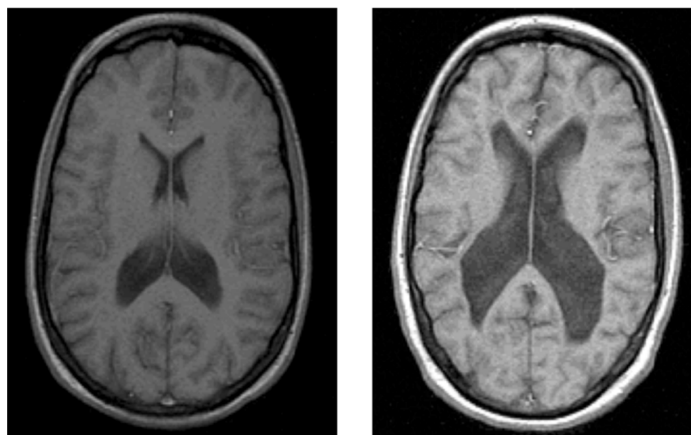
Osserviamo un allargamento dei ventricoli nell'immagine a destra (cervello del gemello affetto da schizofrenia), rispetto all'immagine di sinistra (cervello del gemello sano). Si tratta di un confronto tra i cervelli di due gemelli omozigoti, ottenuta tramite una scansione MRI T2 (Fonte: Woolley et al., 2005).
